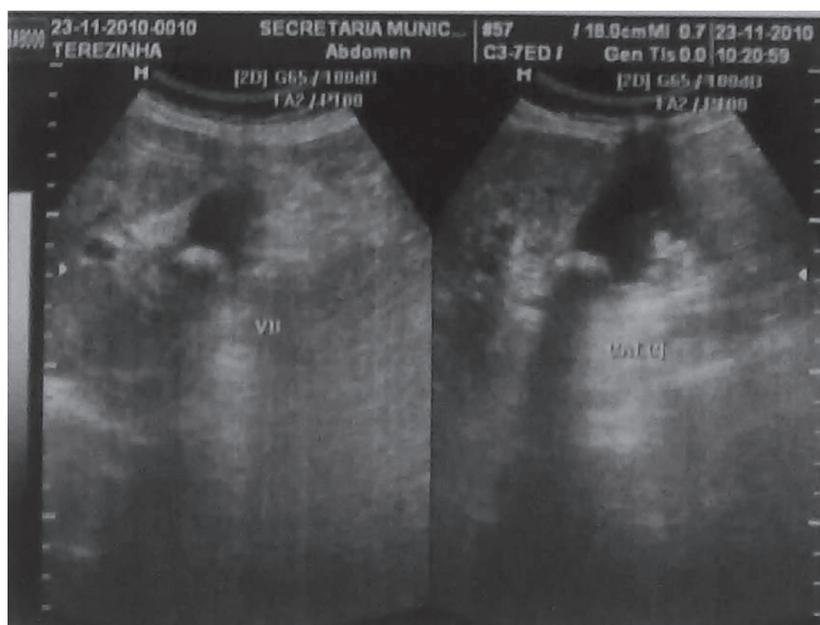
Ultrassonografia hepática demonstrando a colelitíase.
